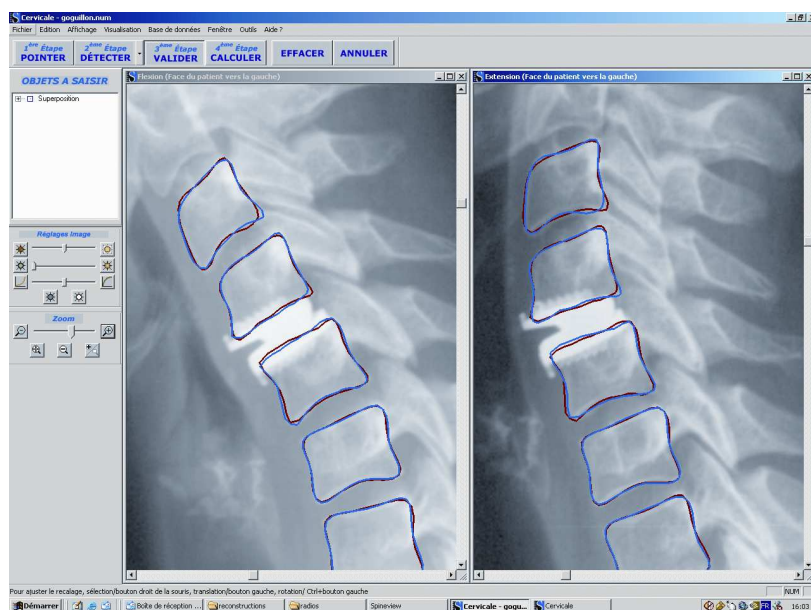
Radiographies dynamiques du rachis cervical de profil en flexion / extension analysées avec Spineview®.
